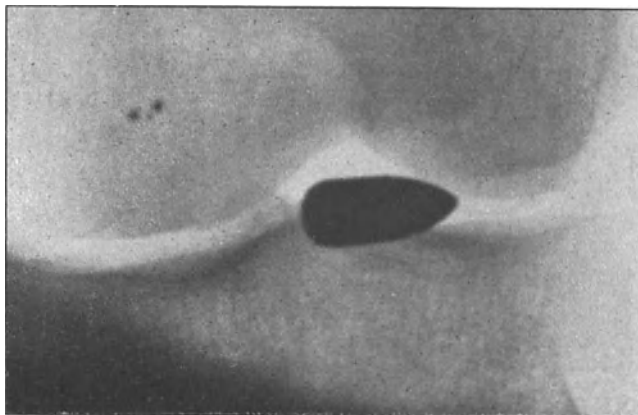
Senkrecht zu dem vorigen Bilde aufgenommenes Röntgenogramm: Es handelt sich um ein Infanterie-Projektil.
